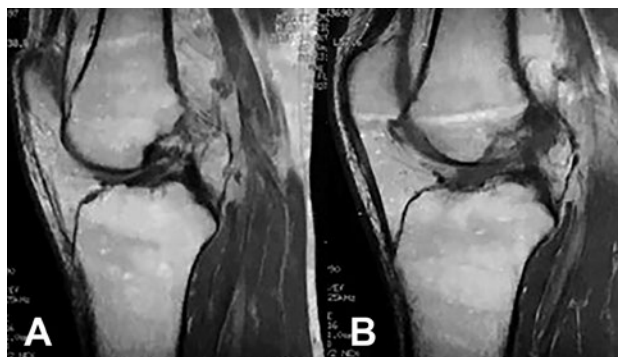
Imágenes de RM, corte sagital. Obsérvese la lesión del LCA en rodillas derecha (A) e izquierda (B).
